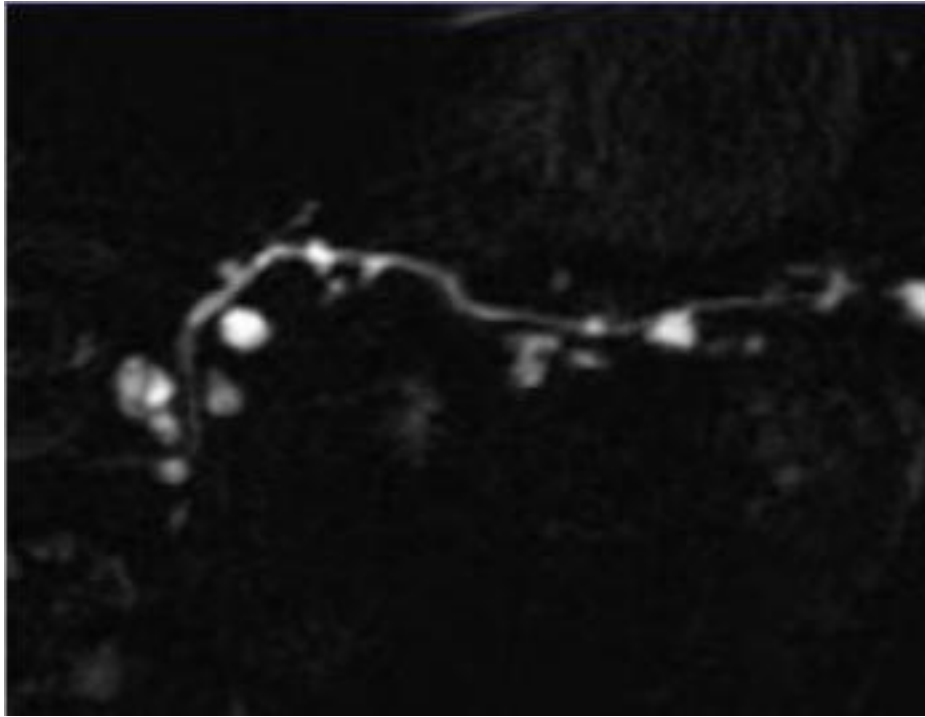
TDM montrant une dilatation du Wirsung par une TIPMP avec dilatation kystique de 2cm d'un canal secondaire de la tête du pancréas.
